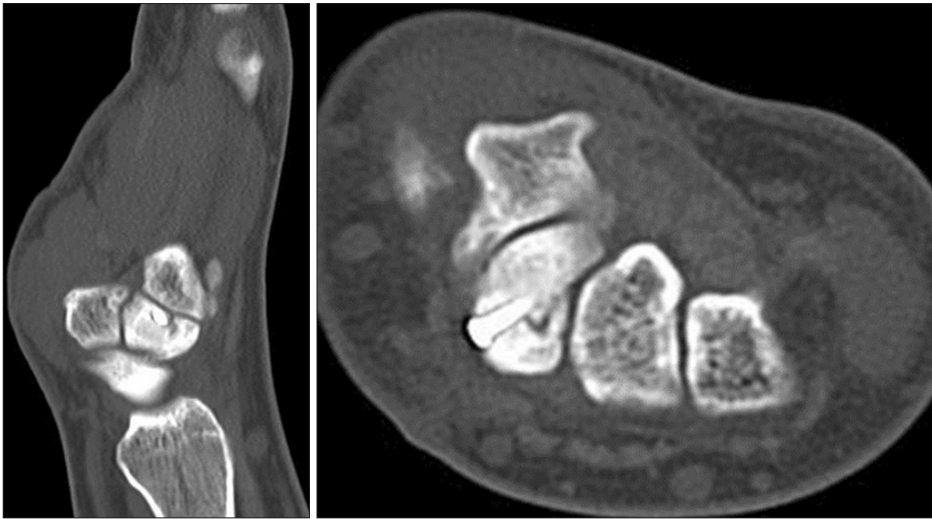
Computed tomography images 10 months after the operation. Note the progression of bony union.
